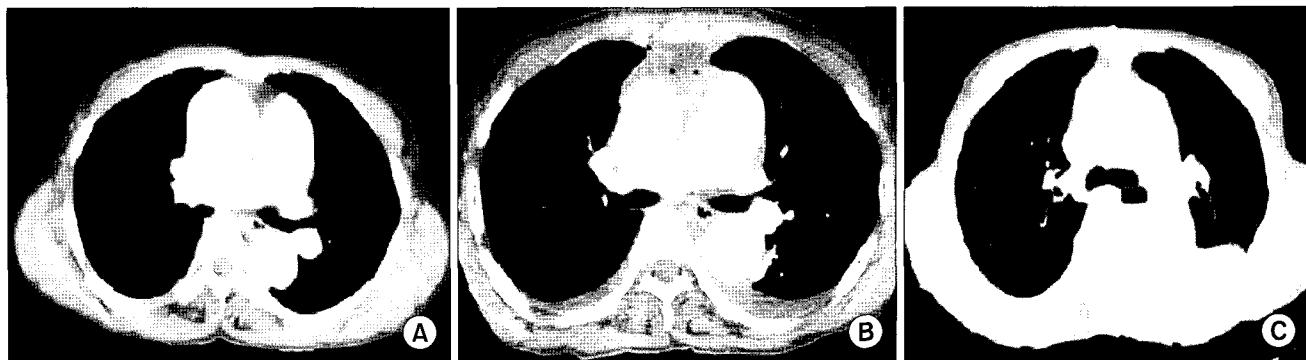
Preoperative CT scan. (A) Chest CT of acute aortic dissection type I (6 months before aorto-bronchial fistula). (B) Chest CT after ascending aorta interposition (5 months before aorto-bronchial fistula). (C) Chest CT at the admission for hemoptysis. There was shown the hematoma surrounded the false lumen of descending thoracic aorta and left lower lobe superior segment.
